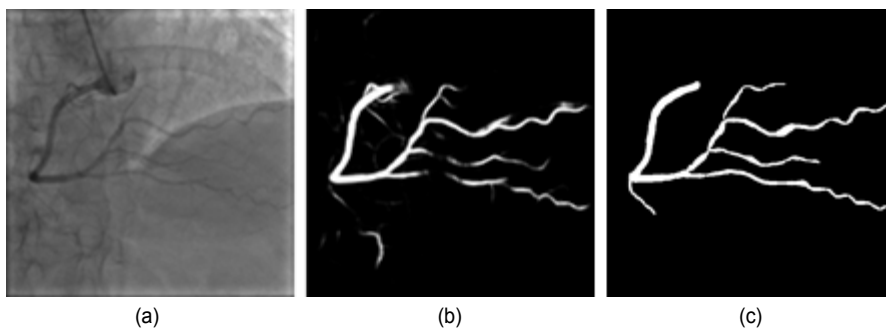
입력 영상과 혈관 확률 맵. (a) 2D X-ray 입력 영상, (b) $M_{512 \times 512}$ 을 통해 얻어진 혈관 확률 맵 Σ , (c) 참 값
